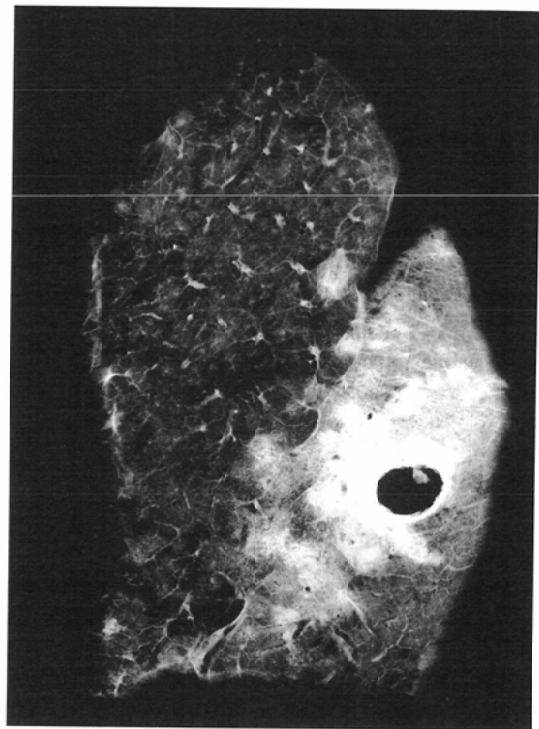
Radiograph of inflated lung including Klebsiella pneumonia with cavity.
